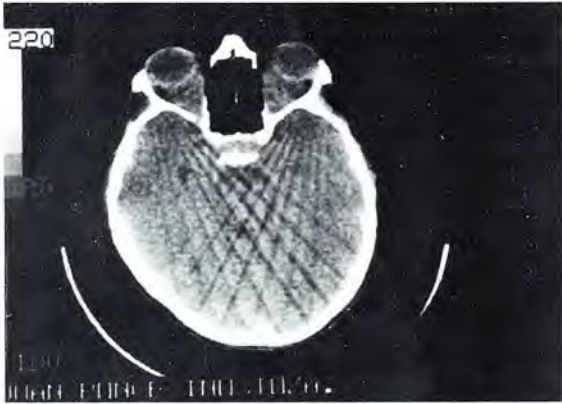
TAC sin medio de contraste.
